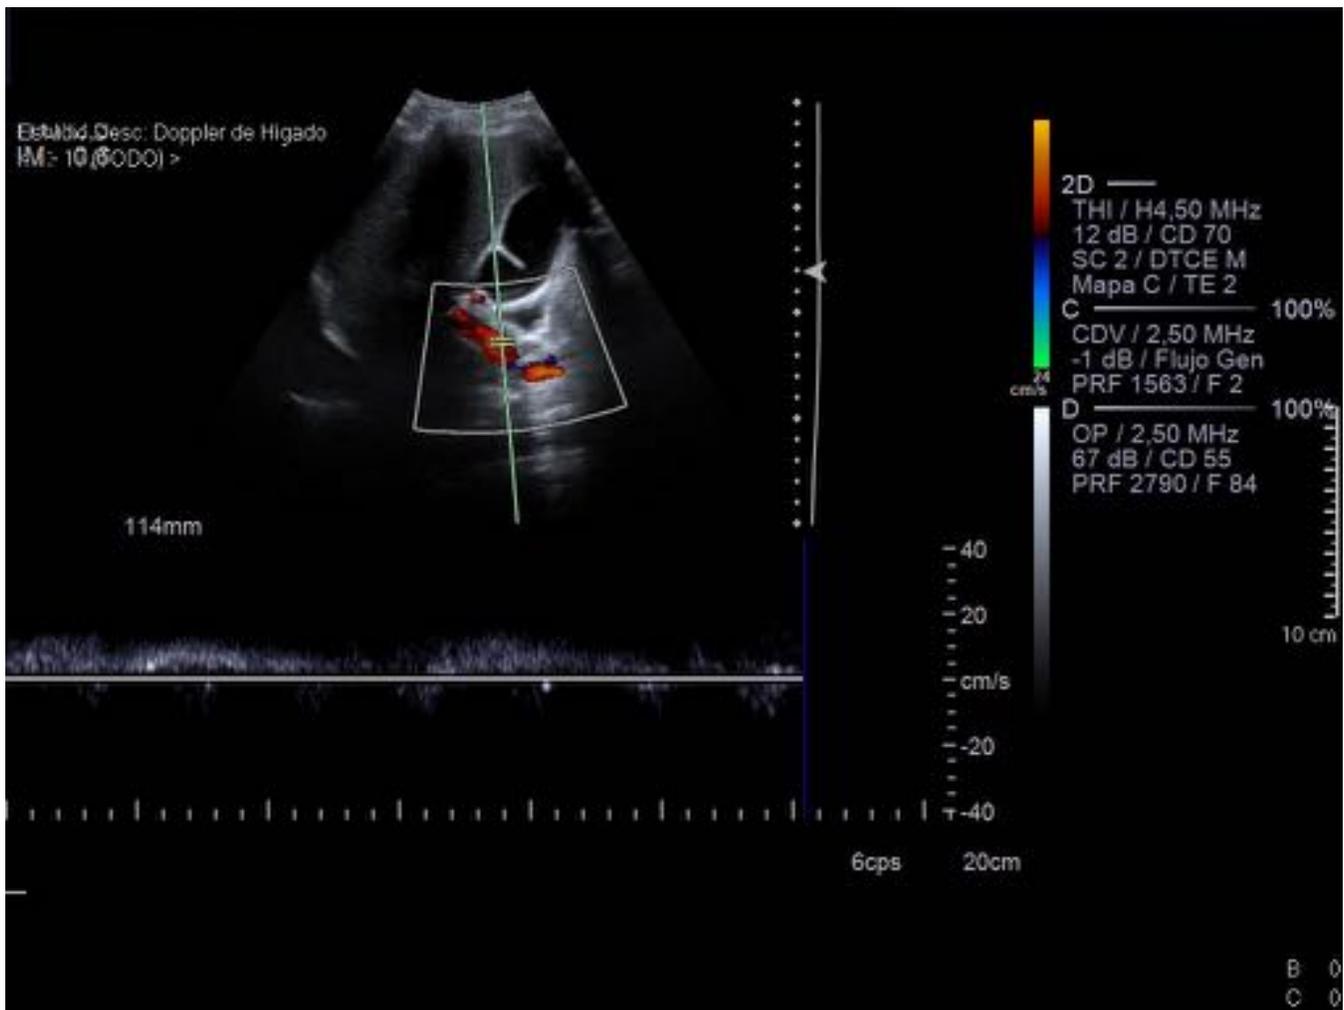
Estudio Doppler en un paciente con esquistosomiasis hepática y pulmonar. El flujo hepatópeto disminuye brevemente coincidiendo con reflujos venosos hepáticos.
